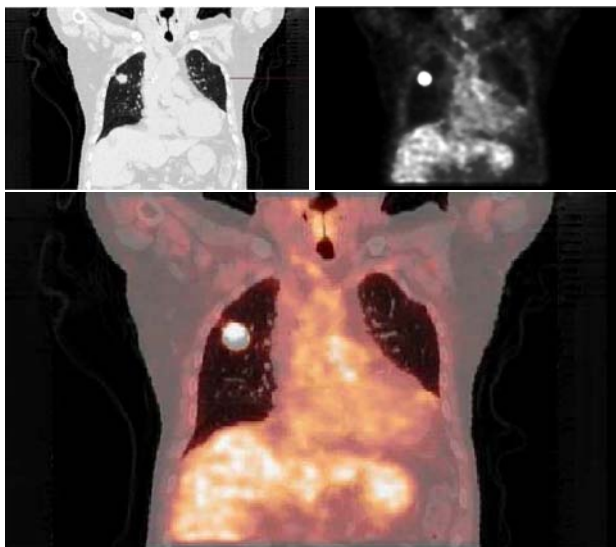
Couple d’images TEP-TDM, première ligne : image TDM et image TEP, seconde ligne : image superposée TEP-TDM.
